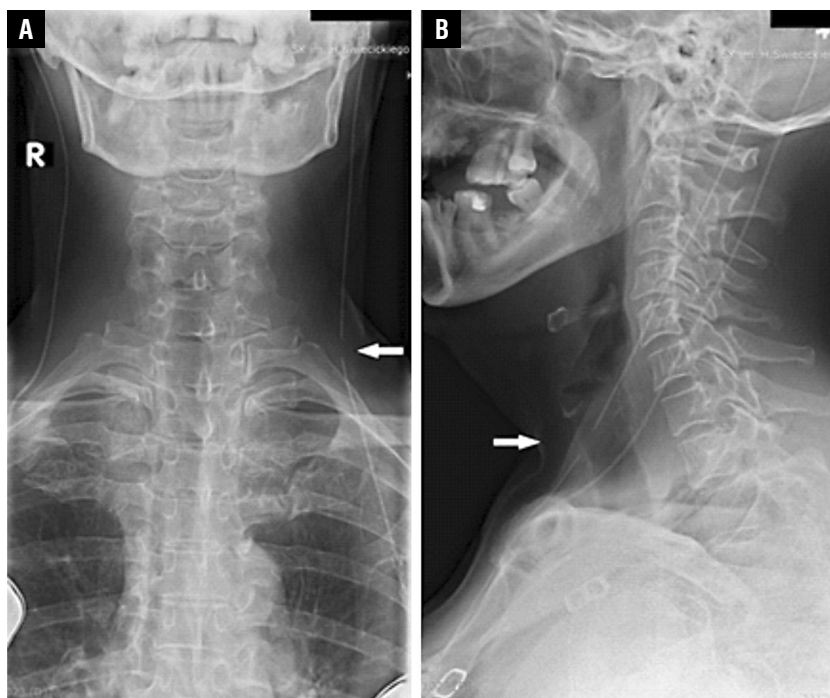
Badanie radiologiczne (RTG), projekcja przednio-tylna (AP, *anterior-posterior*) klatki piersiowej wykonane po zabiegu implantacji przewodu łączącego generator impulsów po lewej stronie (5.2017 r.); widoczne skręcenie przewodu łącznika po lewej stronie — potwierdzony zespół *twiddler*
